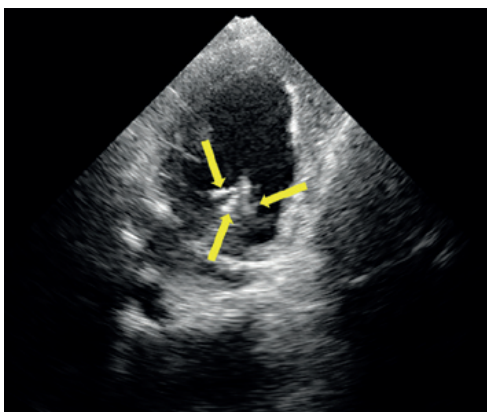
Эхокардиография больной: стрелками указаны неохорды митрального клапана
